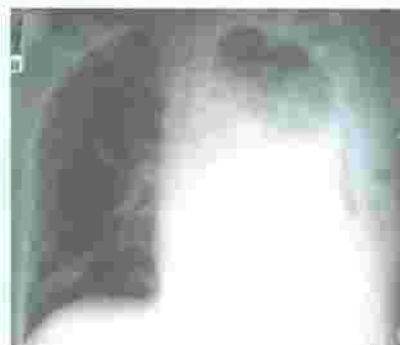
Radiografía de Tórax Inicial. Evidencia consolidación Multilobar Izquierda e Hidroneumotórax Tabicado. Cortesía Doctor Jorge Carrillo.
